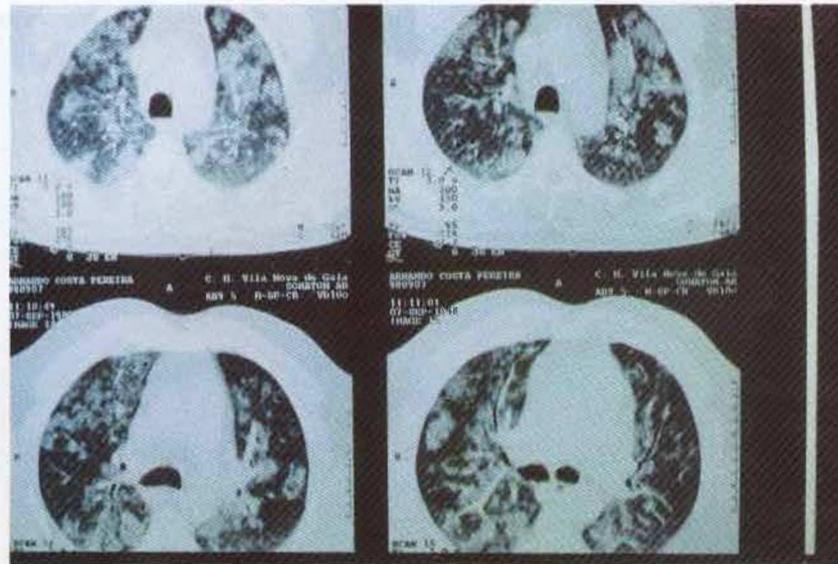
Aspectos da TAC torácica
